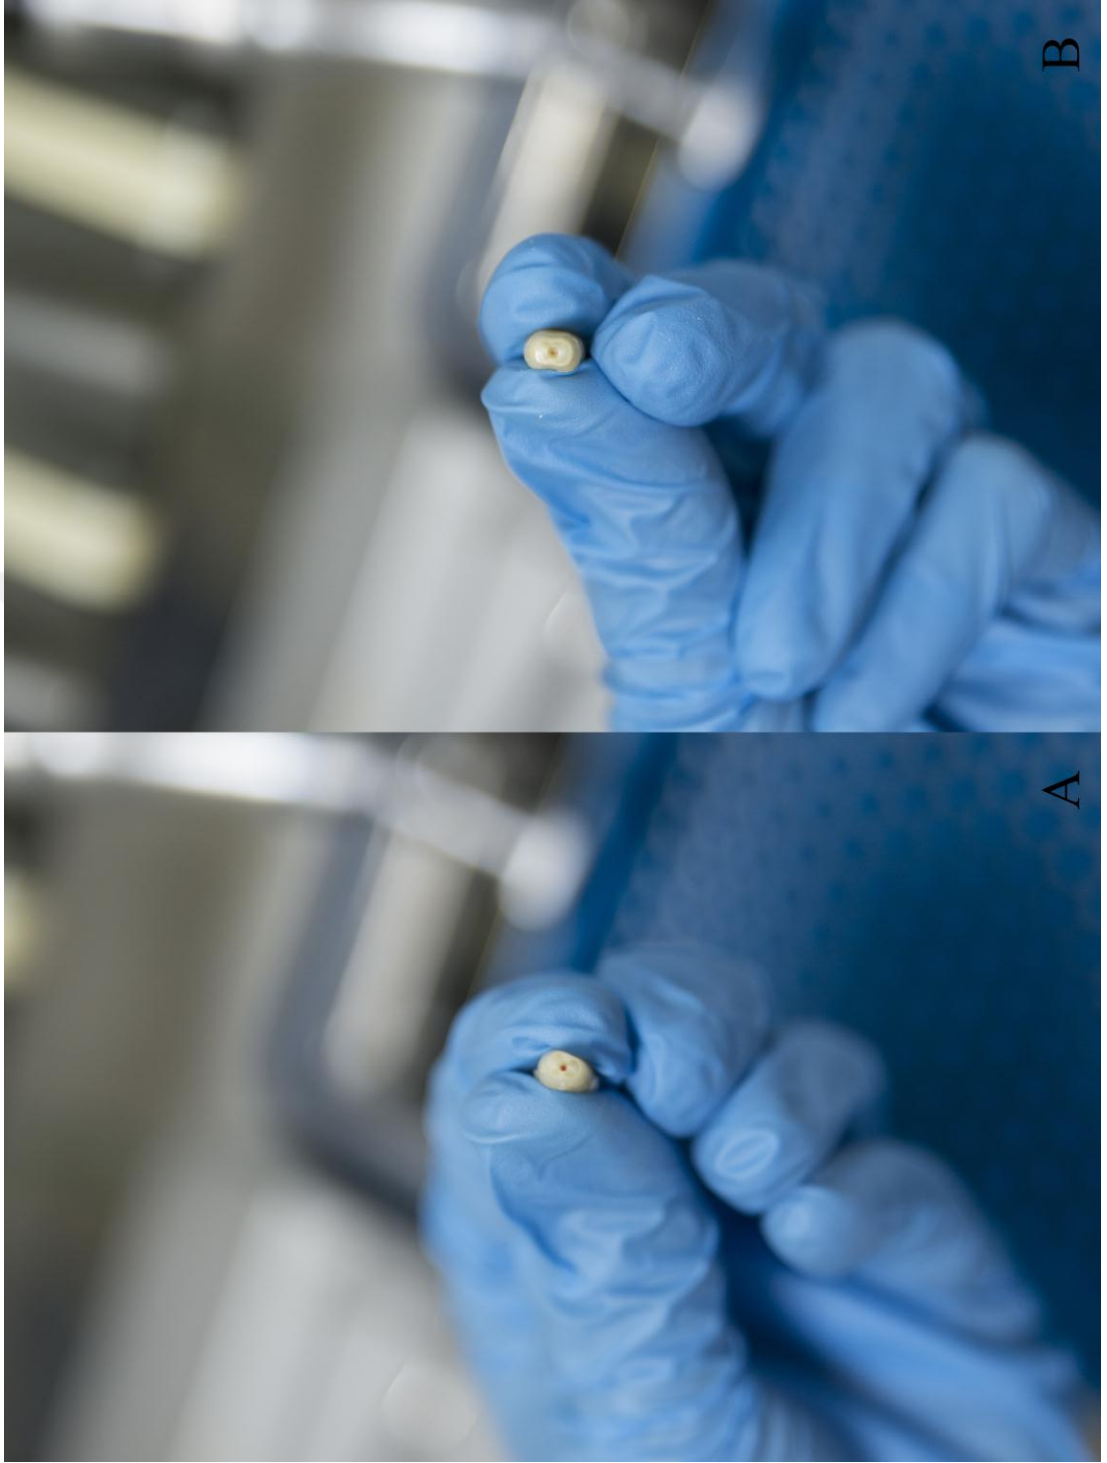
DOM altında kavite hazırlığı. A, ultrasonik uç ile preparasyon; B, frez ile preparasyon.
